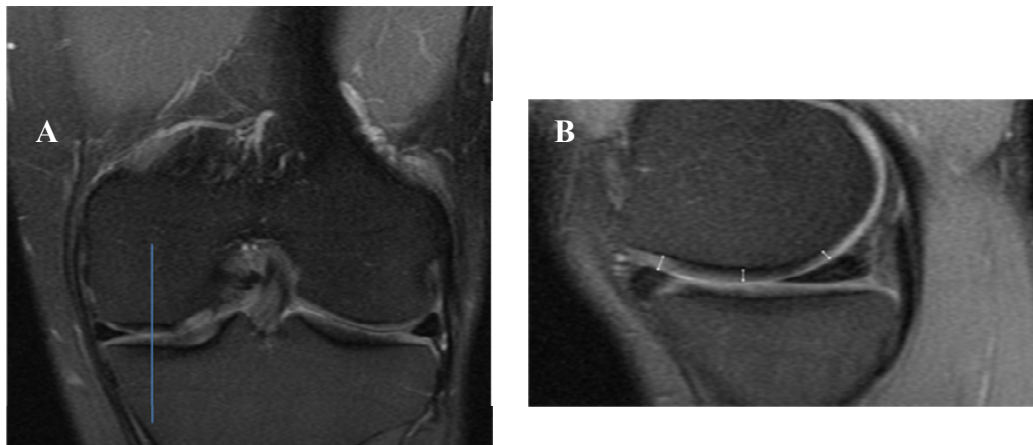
Exemplo do corte da Ressonância Magnética por Imagem no plano Sagital: A) nível do corte; B) anteriormente (Ant), terço médio (Med) e posteriormente (pos) dos côndilos femorais medial (CFM) e lateral (CFL).
